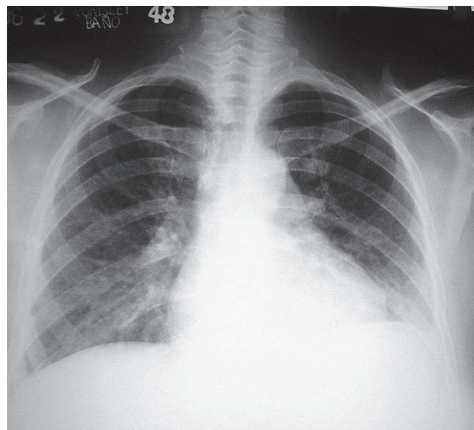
Radiografía de tórax. Apréciase la base izquierda velada, con ligero derrame pleural ipsilateral, además de aumento discreto del índice cardiorácico con elevación del hemidiafragma izquierdo, rechazado por la esplenomegalia.
